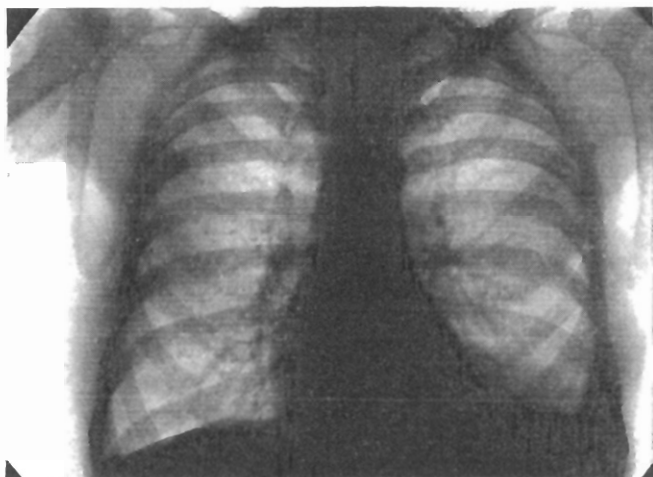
Radiografía torácica antes de la intervención (16-III-57). Opacidad en el seno costodiatrágmático izquierdo secuela del hemonemotórax postoperatorio a la simpatectomía torácica efectuada el 24-I-57.
